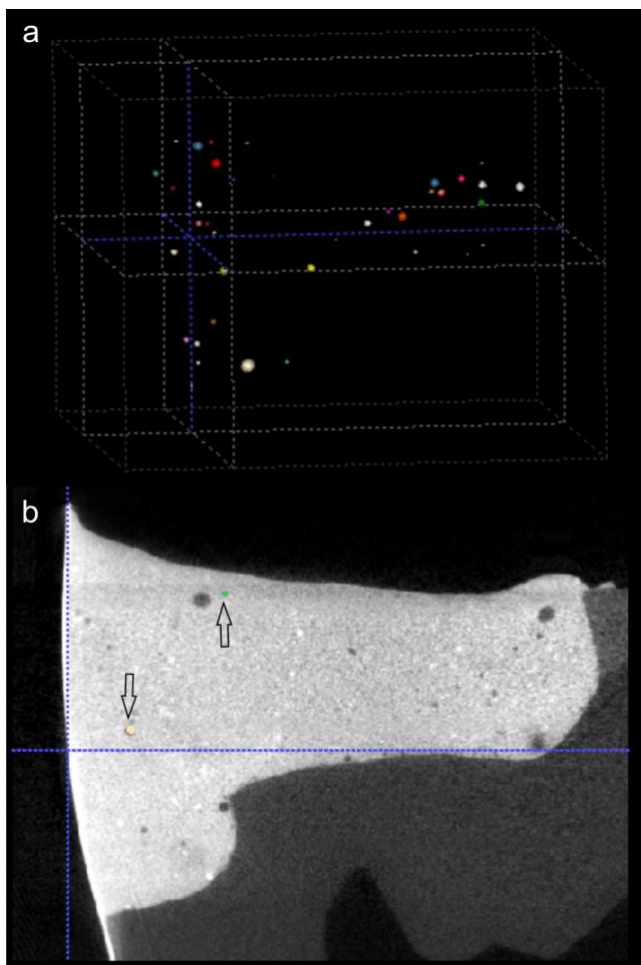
Durch Segmentieren können eindeutig zu identifizierende Strukturen (Glaskugeln, Luftblasen oder röntgendichte Füllkörper) identifiziert und isoliert werden (b). Im oberen Bildabschnitt (a) sieht man die dreidimensionale Verteilung der gefundenen Marker. (Kaisarly und Langenegger et al. 2022)
